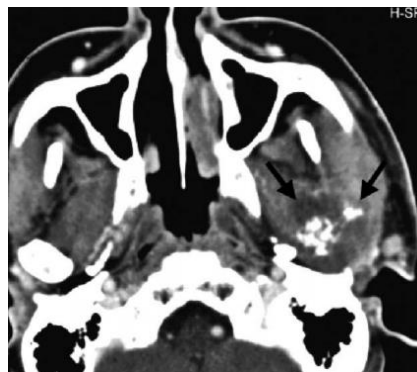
Tomografia computadorizada do tumor (seta) demonstrando a destruição do côndilo mandibular
